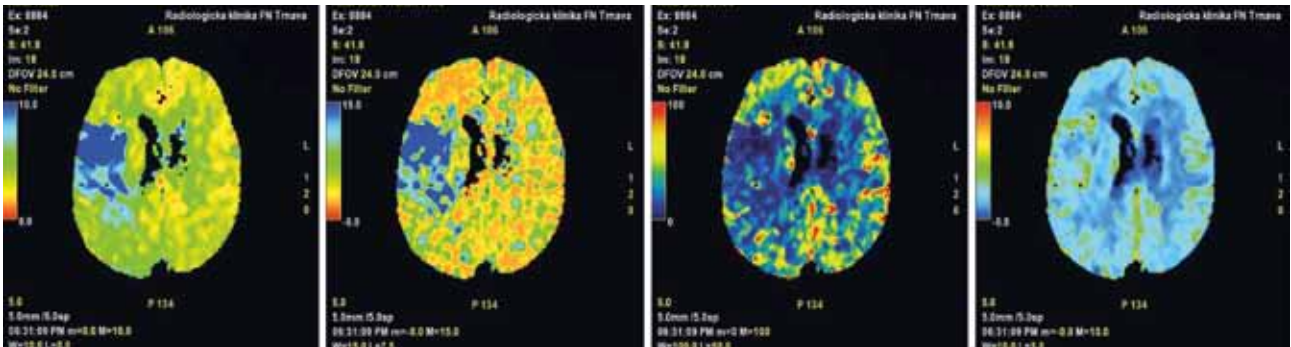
ASPECTS 8b, známky akútnej ischemie v oblasti M1/2.
